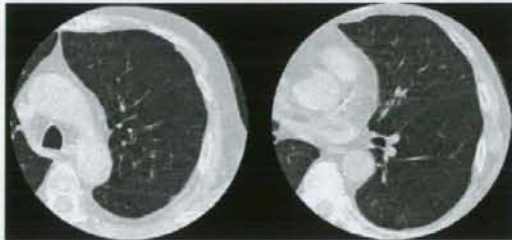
生前 CT 像。肺野全体で、気腫性変化を認めた。
